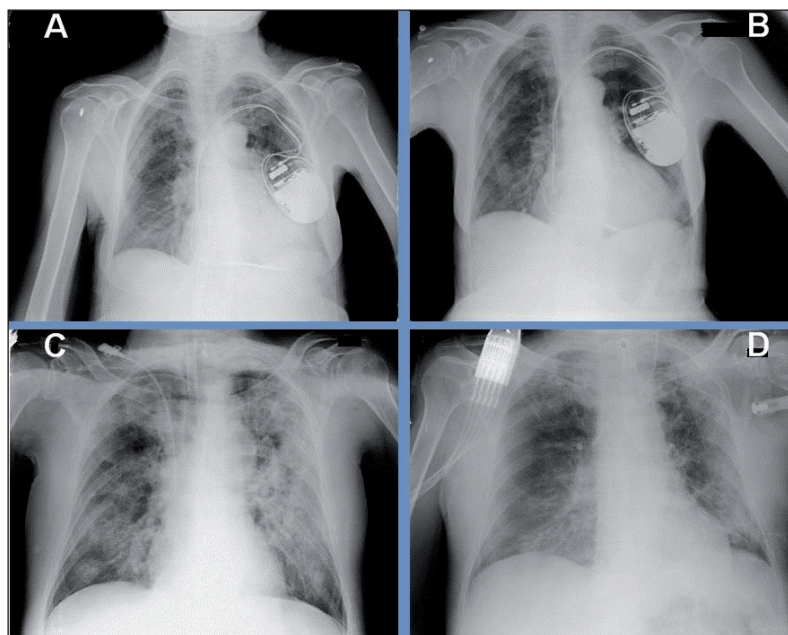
(Panel A) Chest X-ray of the wife at hospital admission showing mild interstitial involvement bilaterally and thickening of basal lung fields, heart increased in size, presence of ICD on the left. (Panel B) Chest X-ray of the wife 10 days after showing improvement of the previous lung findings. (Panel C) Chest X-ray of the husband immediately after intubation and central venous catheter placement. There is diffuse clouding due to multiple confluent bilateral pulmonary thickenings. (Panel D) Chest X-ray of the husband after two weeks from intubation does not show improvement.
